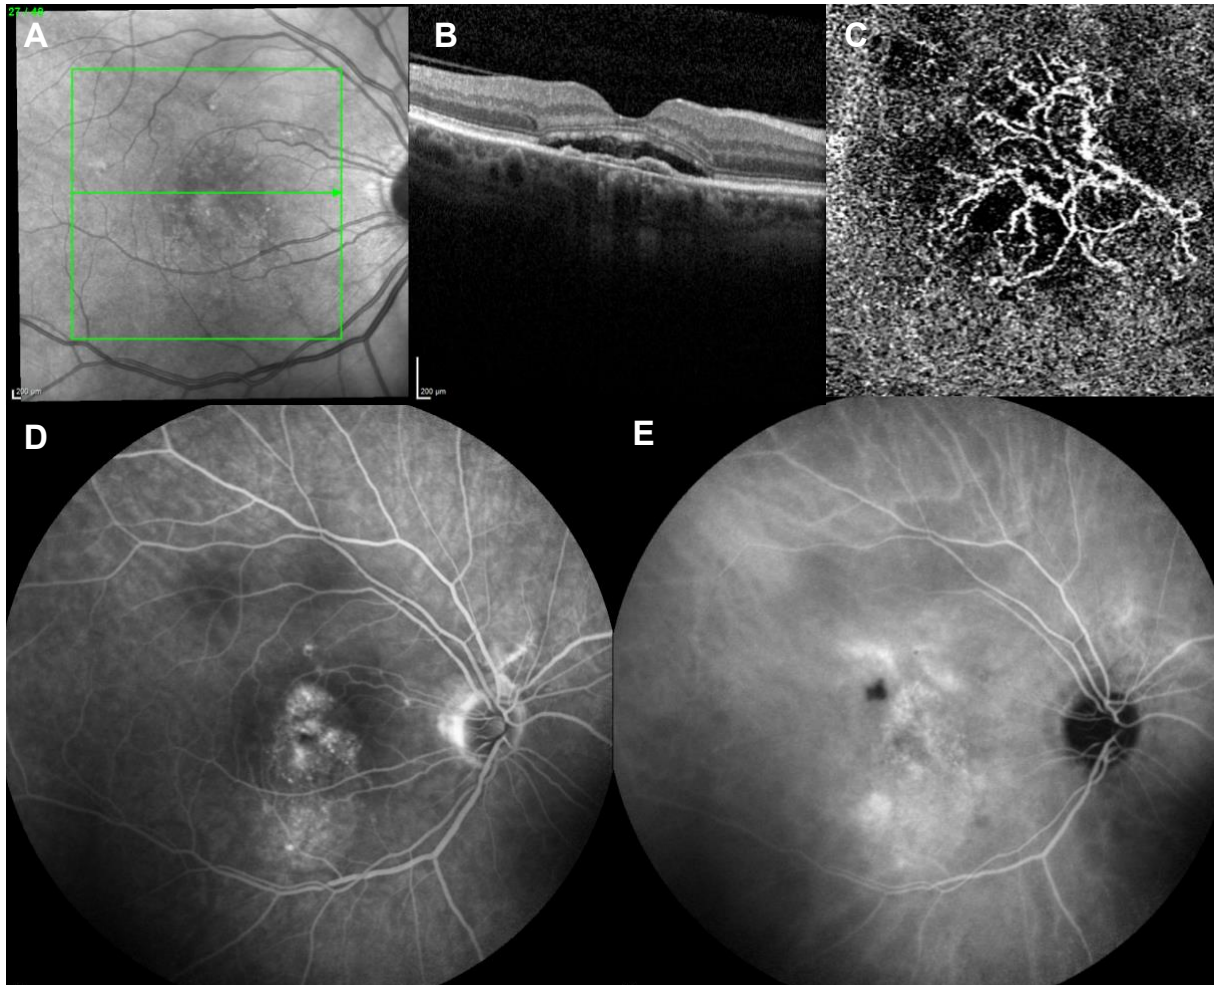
Beispielhafte Zusammenstellung multimodaler Diagnostik von einer 68-jährigen Patientin mit sekundärer choroidaler Neovaskularisation nach CCS (Pachychoroidales Stadium III = PNV). A Infrarot Scanning-Laser-Ophthalmoskop Aufnahme. B: Dieser horizontale B-scan einer optischen Kohärenztomographie (OCT) zeigt eine typische flache irreguläre Pigmentepithelabhebung, die auch als „double layer sign“ bezeichnet wird und verdächtig für eine Typ-1 Neovaskularisationsmembran ist. C: Diese 3 × 3mm enface OCT-Angiographie zeigt das neovaskuläre Netzwerk in der Pigmentepithelabhebung aus B. D: Fluoreszein-Angiographie der Makula nach 5 Minuten. Diese zeigt granuläre Hyperfluoreszenz ohne signifikante Exsudation. E: Indocyaningrün Angiographie nach 5 Minuten, die
